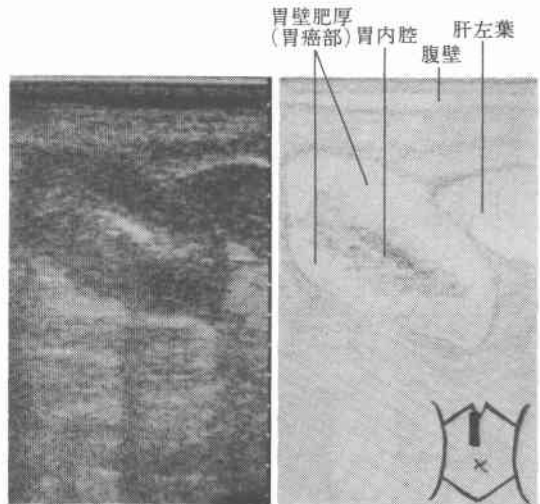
図3は、手術および組織診断により確かめられた Borrmann IV型の胃癌症例である。正中やや右側の矢状走査により得られたものであるが周囲の比較的 echolucentな部位と中心部に high level echo が認められる。前者は癌浸潤による肥厚した胃壁を表わしており、後者は胃の内腔を表わしていると考えられる。このように全周性に胃壁に浸潤した胃癌症例ではドーナツ型の所見を呈し、一見、腎の超音波像と良く類似することから pseudokidney sign と呼ばれるものである<sup>2)</sup>。確かに一見腎の超音波像とよく類似しているのであるが下記の点に注意をすれば腎の echogram とまちがうことはない。すなわち、第1に腎と存在部位が異なること、第2に腫瘍像を反映して必ずしも腎実質部のごとく均一な層を
